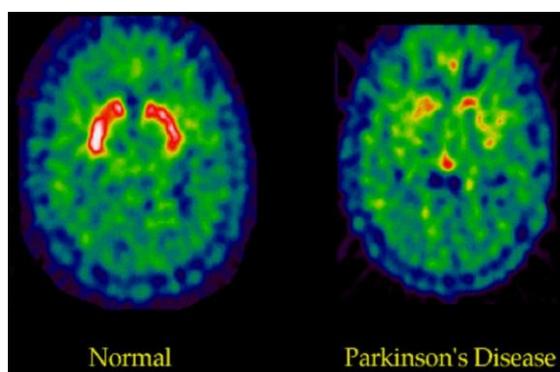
tomographie à émission de positons : la coloration rouge permet d'identifier l'activité dopaminergique dans le striatum. (Photo Marc Savasta : INSERM Grenoble)
